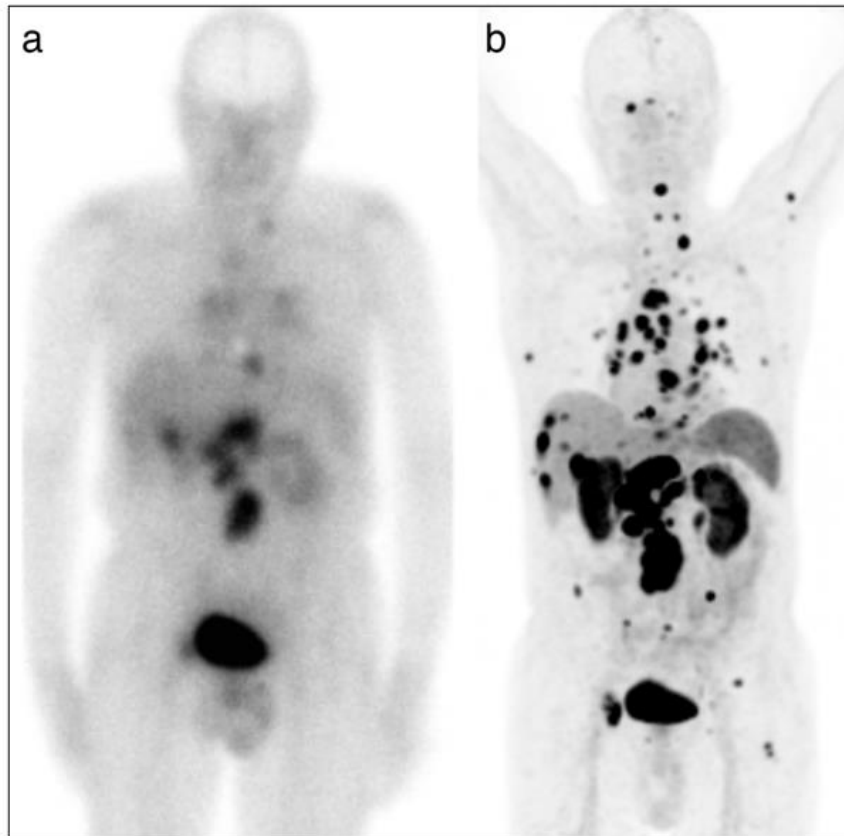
Comparatif <sup>111</sup>In-pentétréotide - <sup>68</sup>Ga-DOTA-TATE. Patient présentant une TNE caecale métastatique hépatique et ganglionnaire et osseux évalué une scintigraphie planaire au <sup>111</sup>In-pentétréotide (a) ainsi que par un TEP TDM <sup>68</sup>Ga-DOTA-TATE qui met en évidence de multiples autres lésions avec un meilleur contraste (b) (49)
